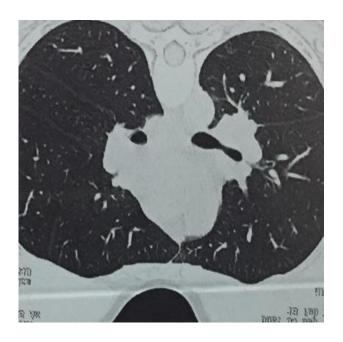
Результаты спиральной компьютерной томограммы органов грудной клетки пациентки К. от 13.02.17 г.
